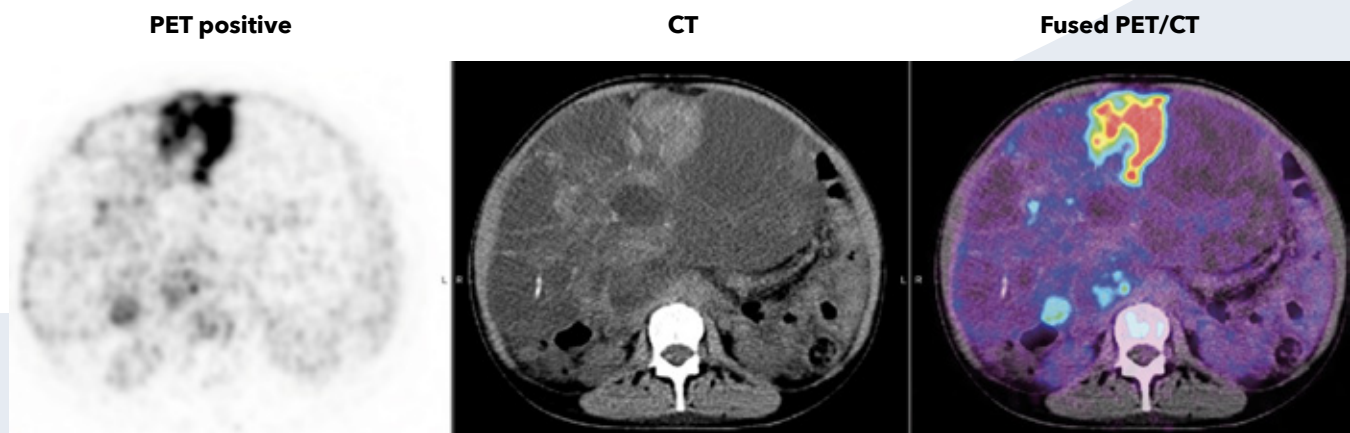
Representative patient images from STARBURST trial. 47-year old female patient with colorectal cancer. Left, [<sup>89</sup>Zr]Zr-girentuximab PET-positive abdominal masses. Middle, axial CT with arrow pointing to abdominal mass. Right, fused axial PET/CT. Images courtesy of STARBURST trial sponsor.
